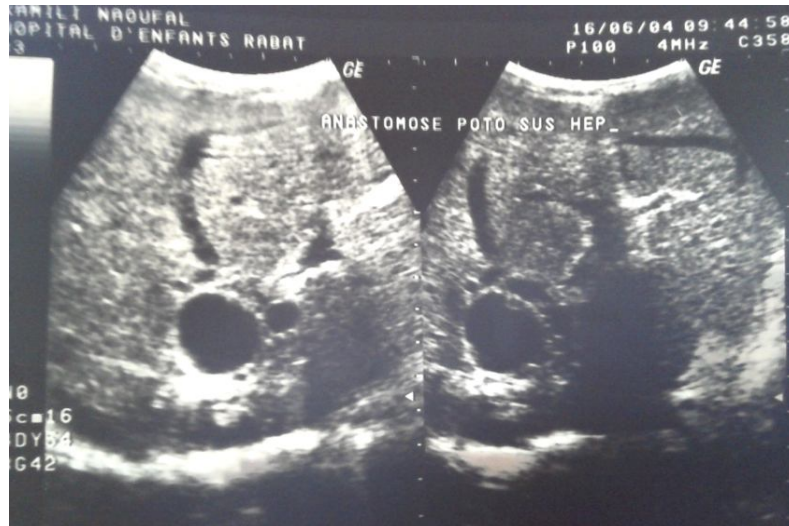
échographie montrant une anastomose porto-sus hépatique
